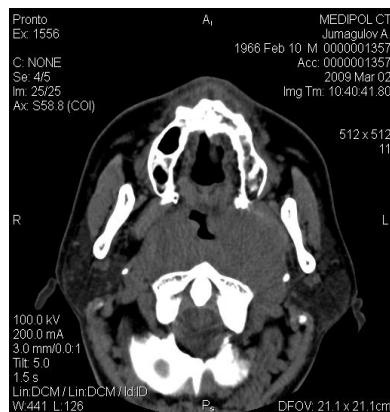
Компьютерная томограмма, 6-го Д-ва, 41 год, с недифференцированным раком носоглоточного типа (лимфоэпителиома, опухоль Шминке)
